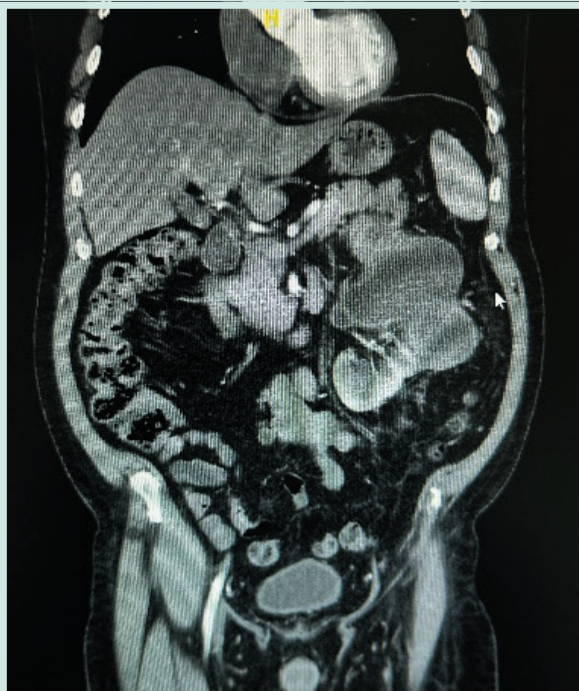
Uro-TC de abdomen y pelvis
